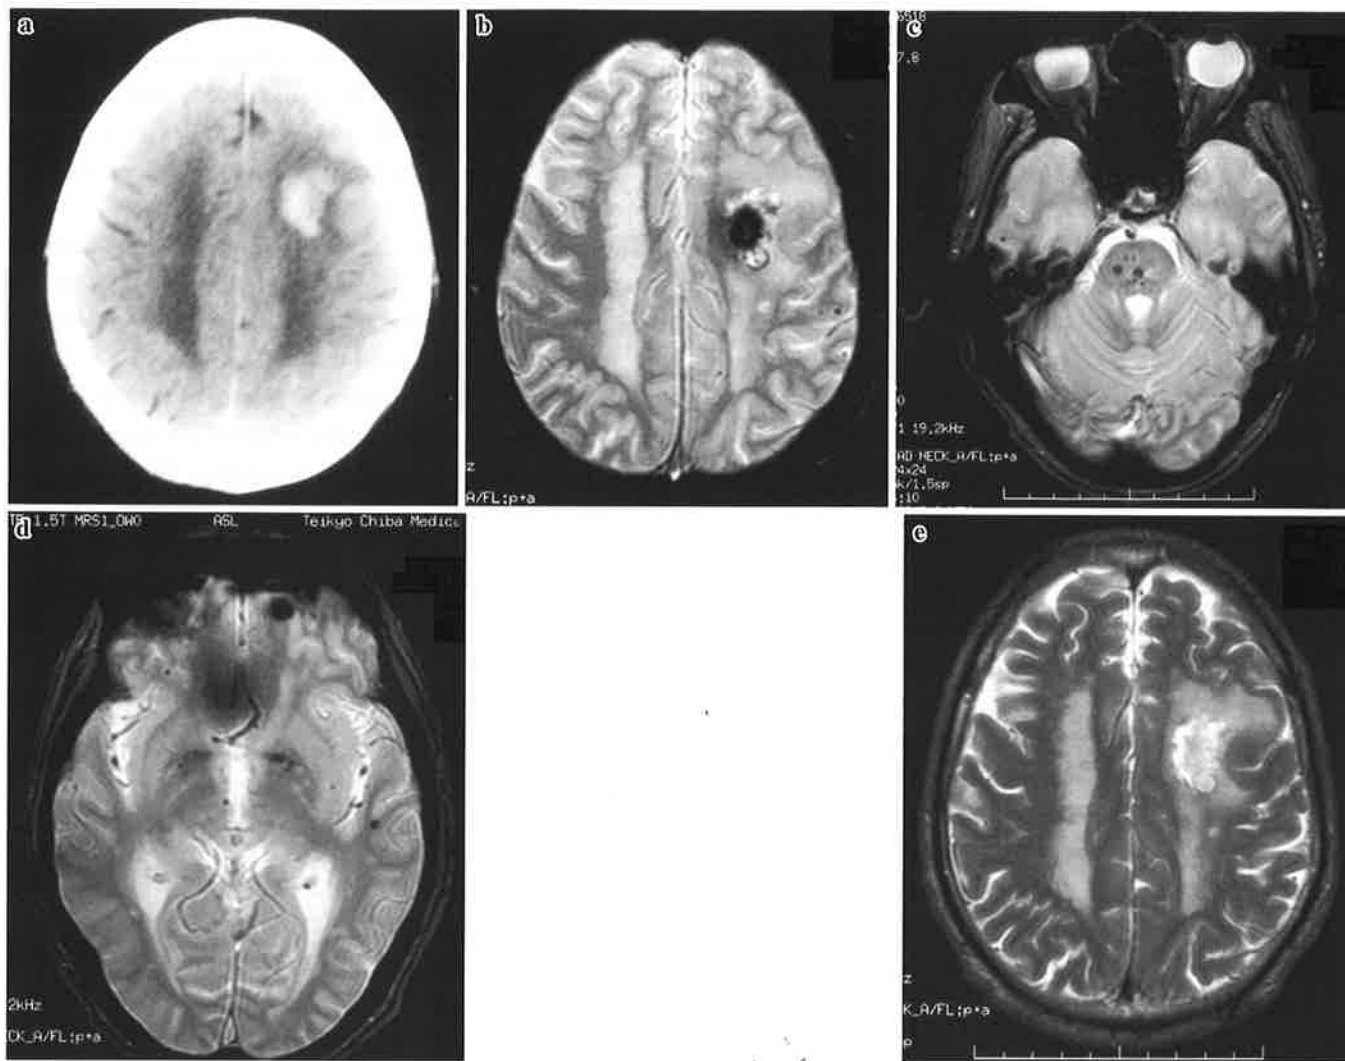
A head CT on admission (a) , a T2*-weighted MRI (b, c, d) and a T2WI (e) 9 days after the onset in case 10.
